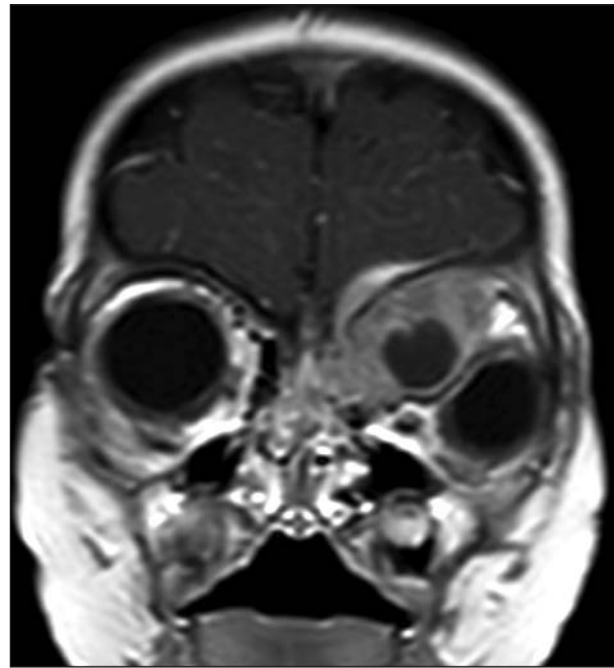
RM de SNC corte coronal, se observa tumoración sólido-quística orbitaria izquierda con edema perilesional. Desplazamiento ocular y de partes blandas.
